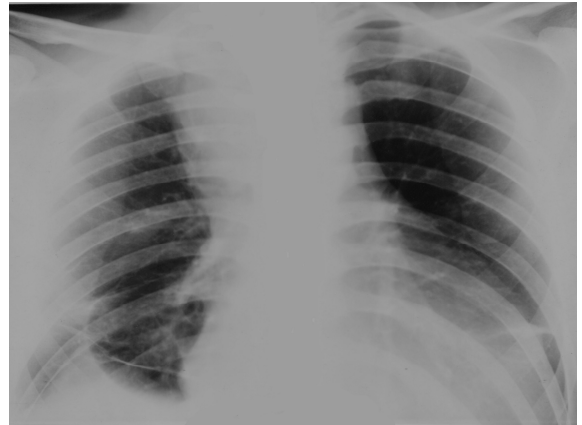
Прямая рентгенограмма грудной клетки больного М-ова Р. с образованием передне-верхнего средостения
